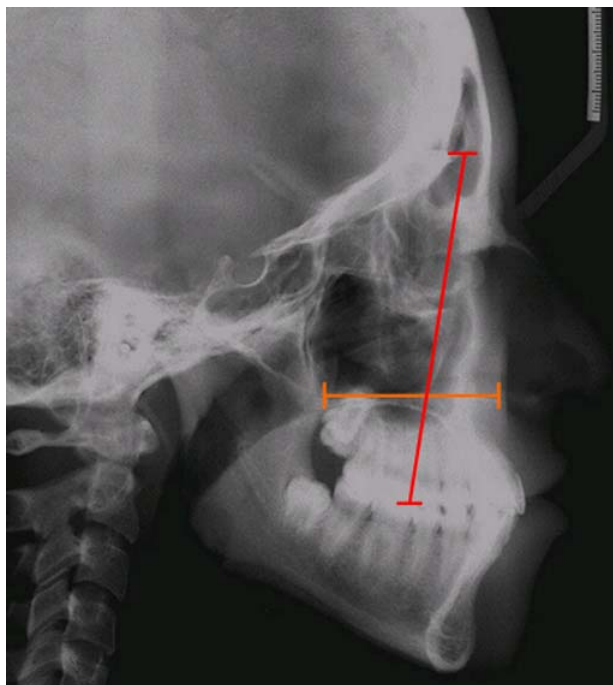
Radiografia cefalométrica lateral com a razão Ena-Enp/SO-POOr.
